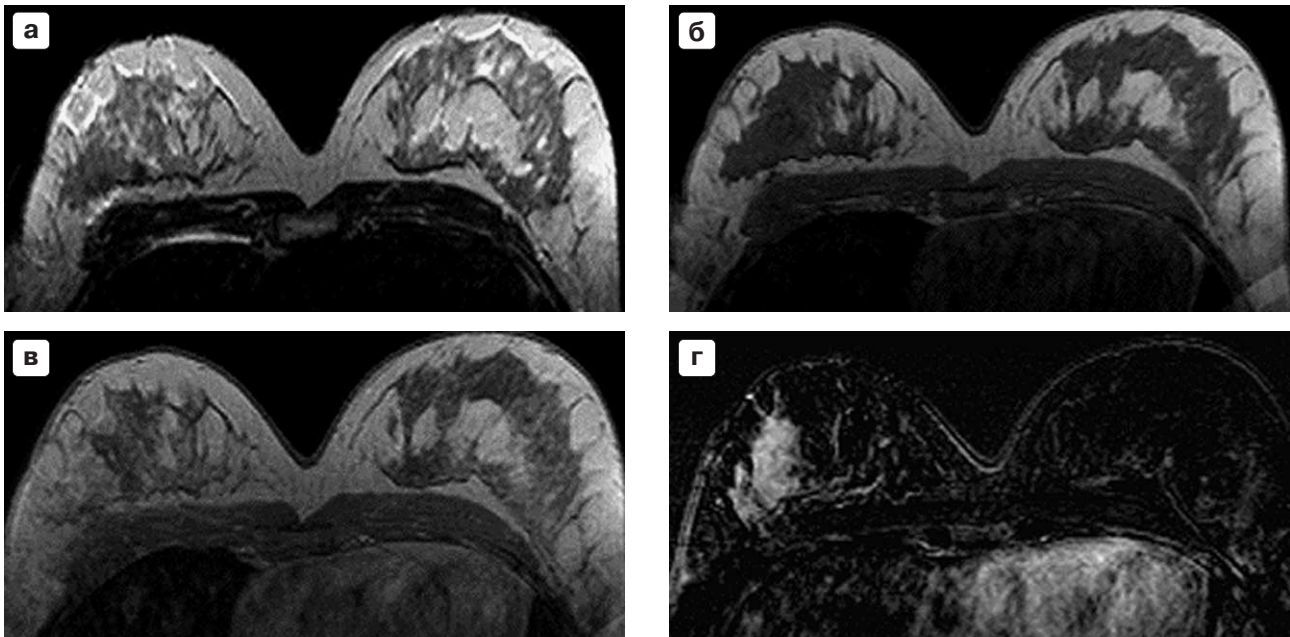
Рак правой молочной железы. а – T2, б – T1, в – T1 с контрастным усилением, г – T1 с субтракцией, д – графическое отображение контрастного усиления опухоли. В правой молочной железе определяется очаг патологического усиления сигнала, отчетливо визуализируемый на субтракционных T1-взвешенных томограммах. Динамика контрастирования свидетельствует о злокачественном характере образования.
